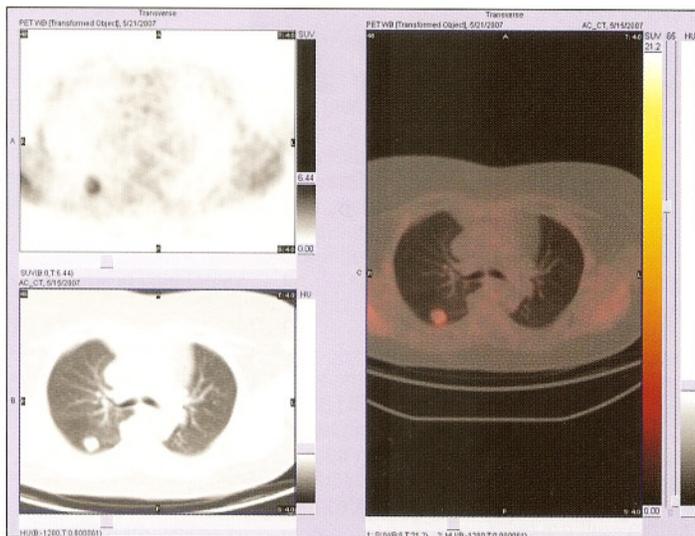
SECUENCIA PET, CT Y PET-CT; NÓDULO SOLITARIO PULMONAR DERECHO CON CAPTACIÓN DE FDG
